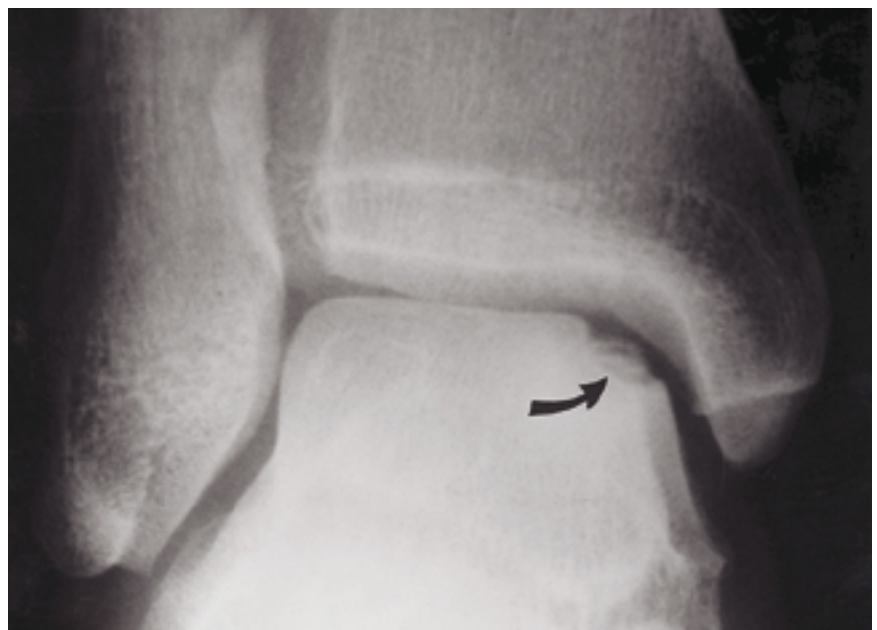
Ostéochondrite disséquante : radiographie antéropostérieure de la cheville droite montrant le fragment osseux sous-chondral du dôme astragalien (flèche).
